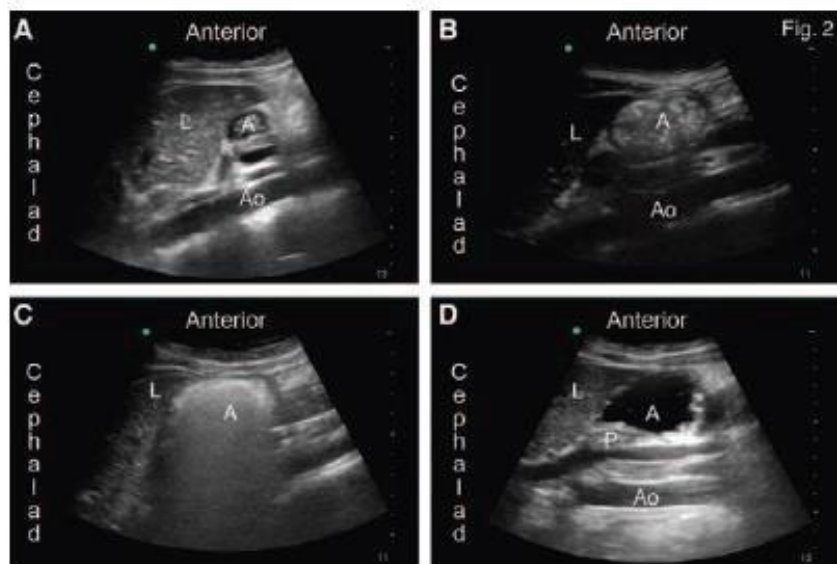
Aspect échographique de l'antré gastrique en fonction du type de contenu gastrique. D'après El-Boghdadly et al. *Anesthesiology* 2016 (42). (A) Antré vide, (B) contenu gastrique solide plusieurs dizaines de minutes après l'ingestion, (C) contenu gastrique solide immédiatement après l'ingestion (aspect de « verre dépoli »), (D) contenu gastrique après ingestion de liquides clairs. A = antré gastrique, Ao = aorte, L = foie, P = pancréas.
